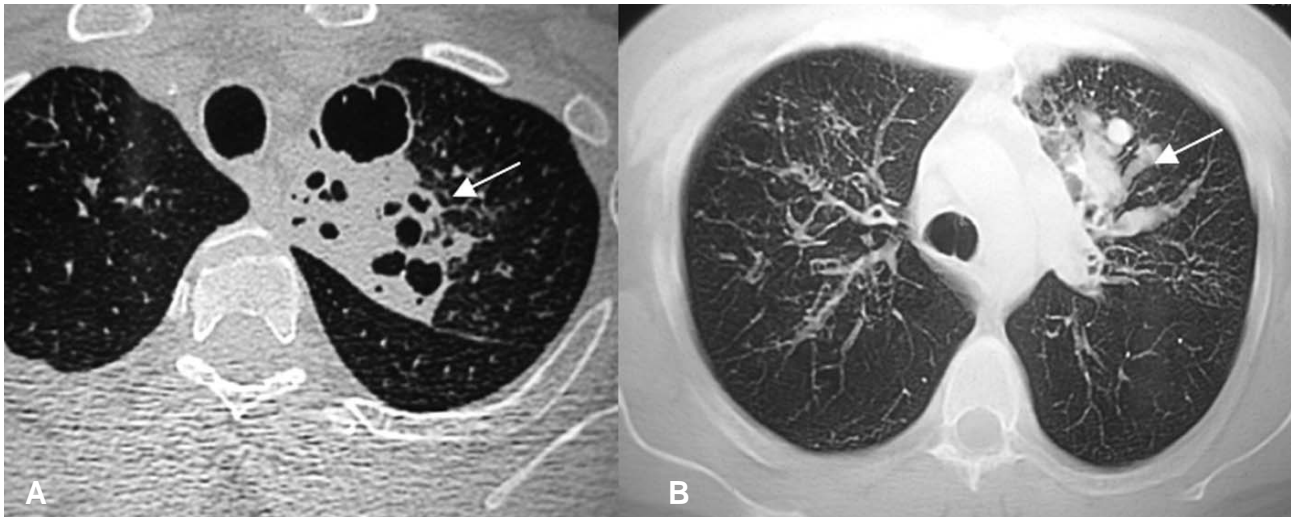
Tomografía Computada de Tórax:
